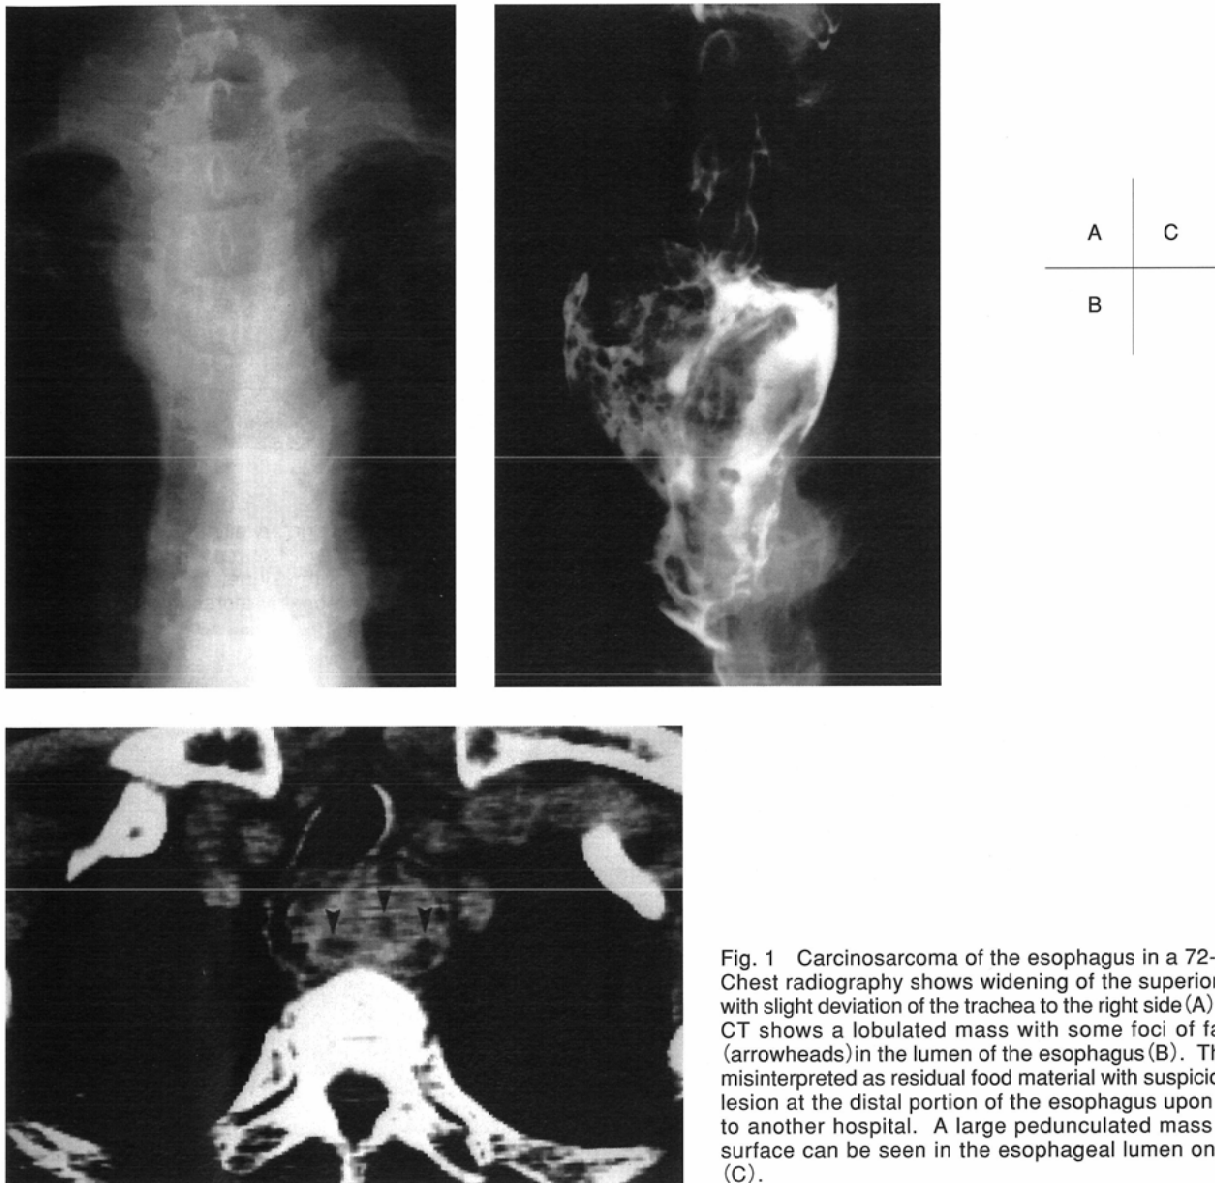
Carcinosarcoma of the esophagus in a 72-year-old man. Chest radiography shows widening of the superior mediastinum with slight deviation of the trachea to the right side (A). Non-contrast CT shows a lobulated mass with some foci of fat attenuation (arrowheads) in the lumen of the esophagus (B). This finding was misinterpreted as residual food material with suspicion of a stenotic lesion at the distal portion of the esophagus upon his initial visit to another hospital. A large pedunculated mass with irregular surface can be seen in the esophageal lumen on barium study (C).
